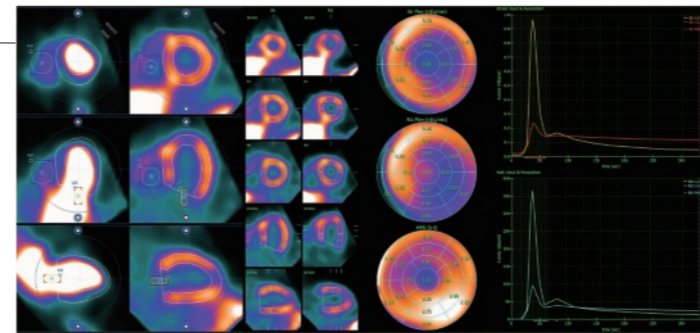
心筋 Dynamic SPECT/CT 画像および解析結果。高感度で時間分解能も高いため、心腔内や心筋における集積の経時的な変化を捉え、画像化し、心筋血流量定量を行う。
